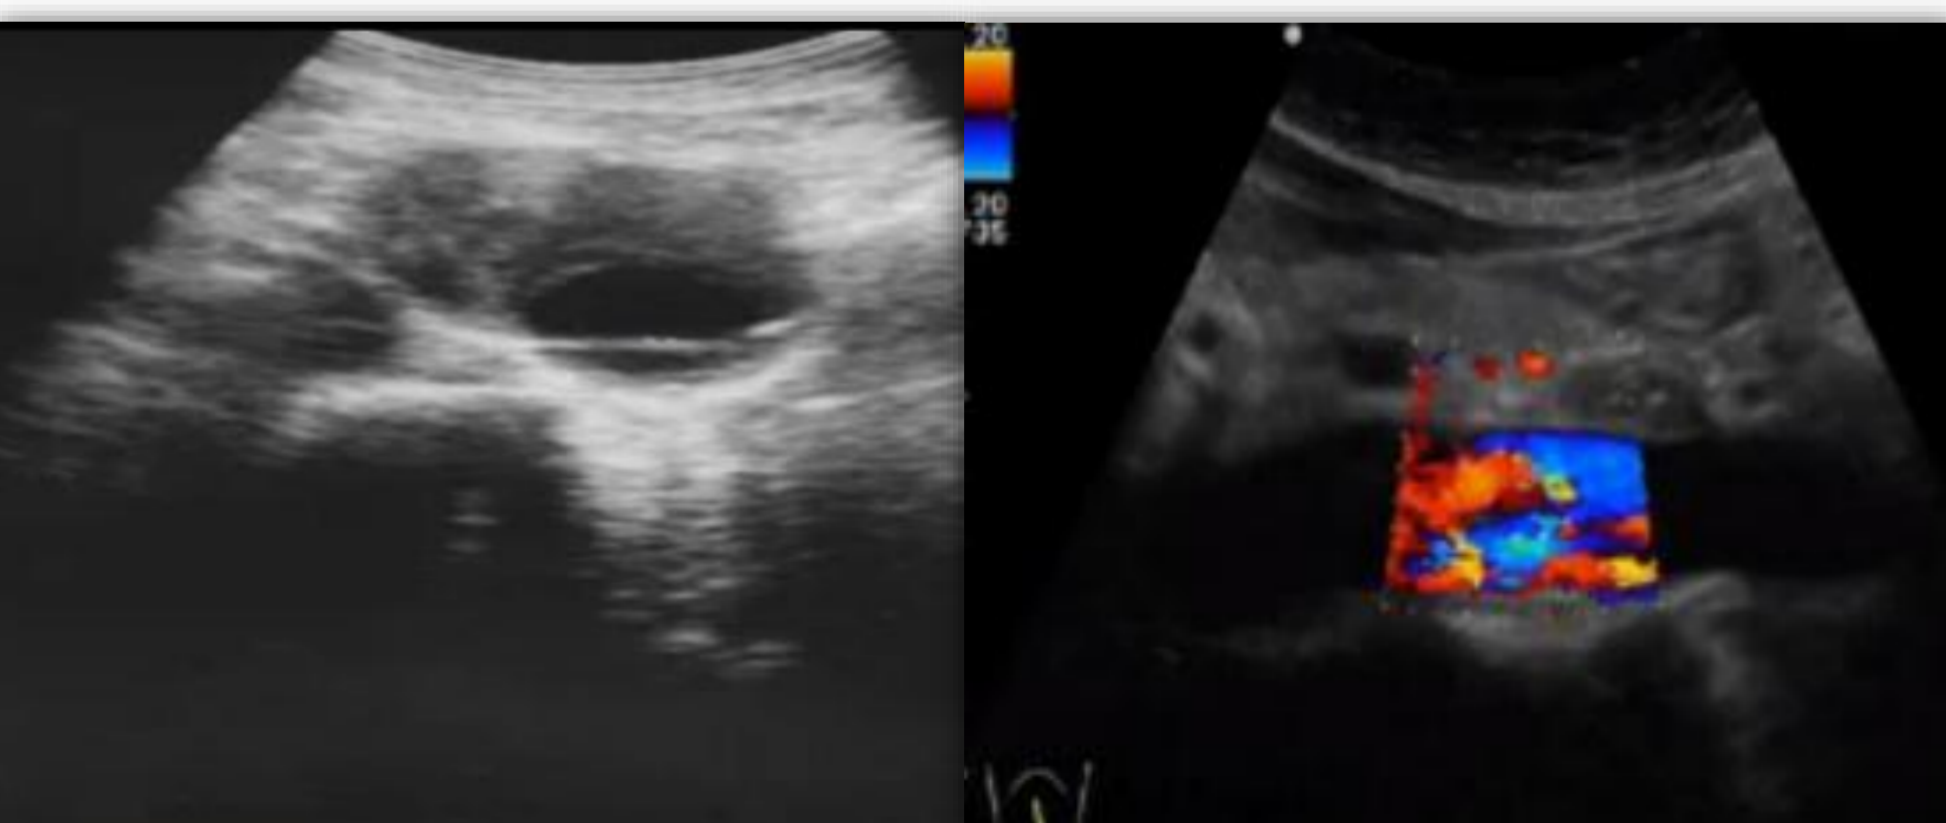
а, б. УЗИ до операции: расслаивающаяся аневризма в инфраренальном отделе
